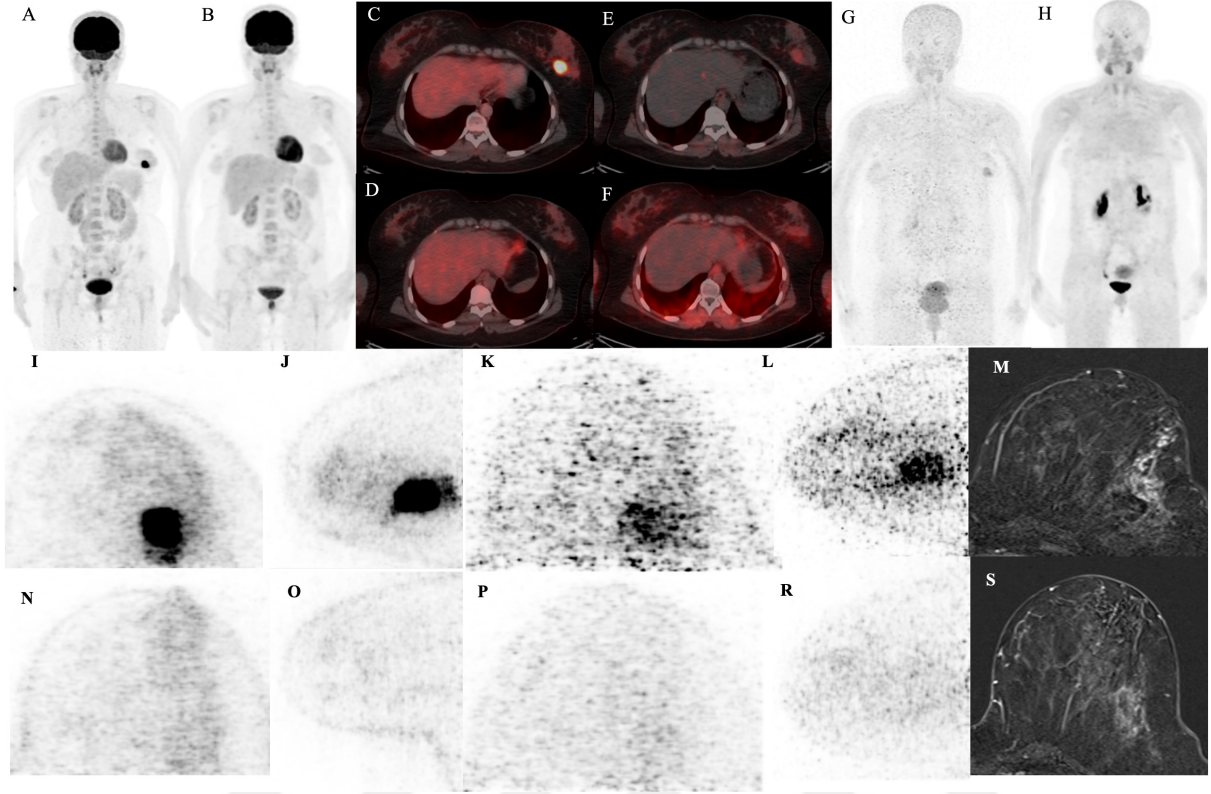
68 yaş kadın hasta. T4N2M0 meme kanseri tanılı. Evreleme F18-FDG PET/BT’de meme başında FDG tutulumu gösteren lezyonu mevcuttur (SUDmax:7,7)(A,C). Evreleme Ga68-FAPI PET/BT görüntülerde lezyon alanında ve bu lezyon komşuluğundan üst dış kadrana uzanan DKİS alanında yoğun FAP ekspresyonu saptandı (SUDmax:27,1) (E,G) . Tüm vücut görüntülerde tedavi sonrası F18-FDG PET/BT’de tam yanıt düşündürülen bulgular saptanmış olup (B,D) Ga68-FAPI PET/BT ‘de ise rezidü lezyonda FAP ekspresyonu izlenmektedir (SUDmax:6,1)(F,H). Hastanın MAMMI PET görüntüleri değerlendirildiğinde; meme başındaki primer lezyonda evreleme F18-FDG MAMMI PET (I,N) görüntülerde (SUDmax: 18,6) ve Ga68-FAPI MAMMI PET (J,O) görüntülerde(SUDmax:36) artmış aktivite tutulumu izlenmekte olup ve Ga68-FAPI MAMMI PET görüntülerde ek olarak DKİS alanlarındaki tutulum seçilebilmektedir. Ayrıca evreleme F18-FDG MAMMI PET (L) ve Ga68-FAPI MAMMI PET (M) görüntülerde primer lezyonun inferiorunda ek odak seçilebildi . Evreleme MR çalışması ile bu ek odak gösterilebildi (K). Tedavi sonrası F18-FDG MAMMI PET (P,S,U) ,Ga68-FAPI MAMMI PET (Q,T,V) görüntüleri ve MR görüntüleri (R) ile meme başındaki rezidü lezyon izlenmekte (F18-FDG MAMMI PET SUDmax:6,8 ve Ga68-FAPI MAMMI PET SUDmax:16,8) olup ek odak kaybolmuştur (Tedavi sonrası Ga68-FAPI MAMMI PET TAOMax:4,8). Patoloji sonucu meme başındaki rezidü lezyonda pKY ile uyumlu bulgular saptanmıştır.
